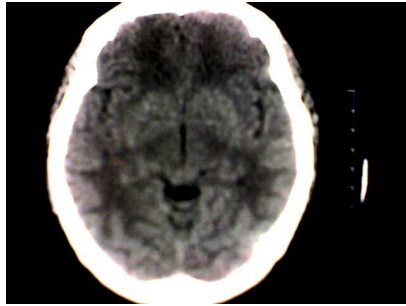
TAC de ingreso de la paciente en que se observa hipodensidad difusa en sustancia blanca.
